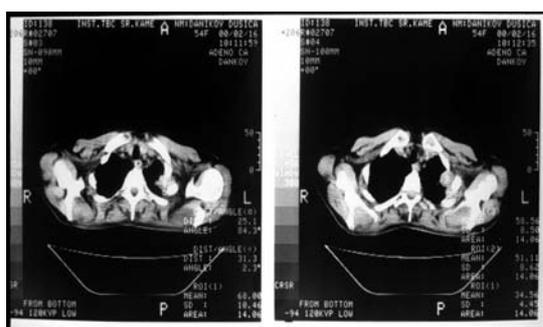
CT pre kombinovane polihemio i iradijacione terapije
